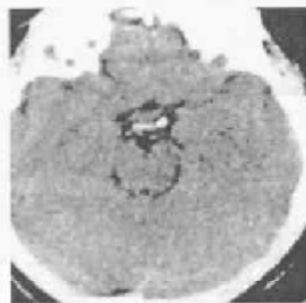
Данные компьютерной томографии больного М., 52 г. после проведения оперативного лечения
